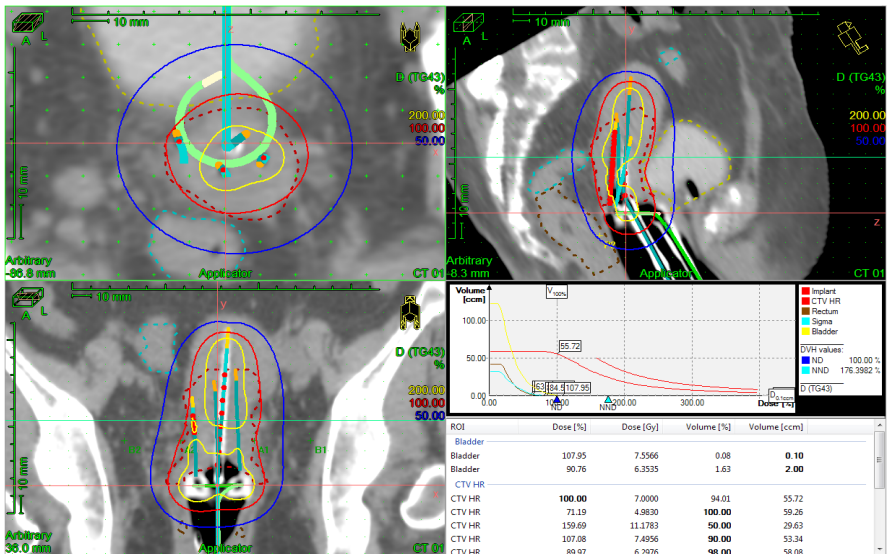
Результат дозиметрического планирования брахитерапии на основе КТ-изображений с иглами
